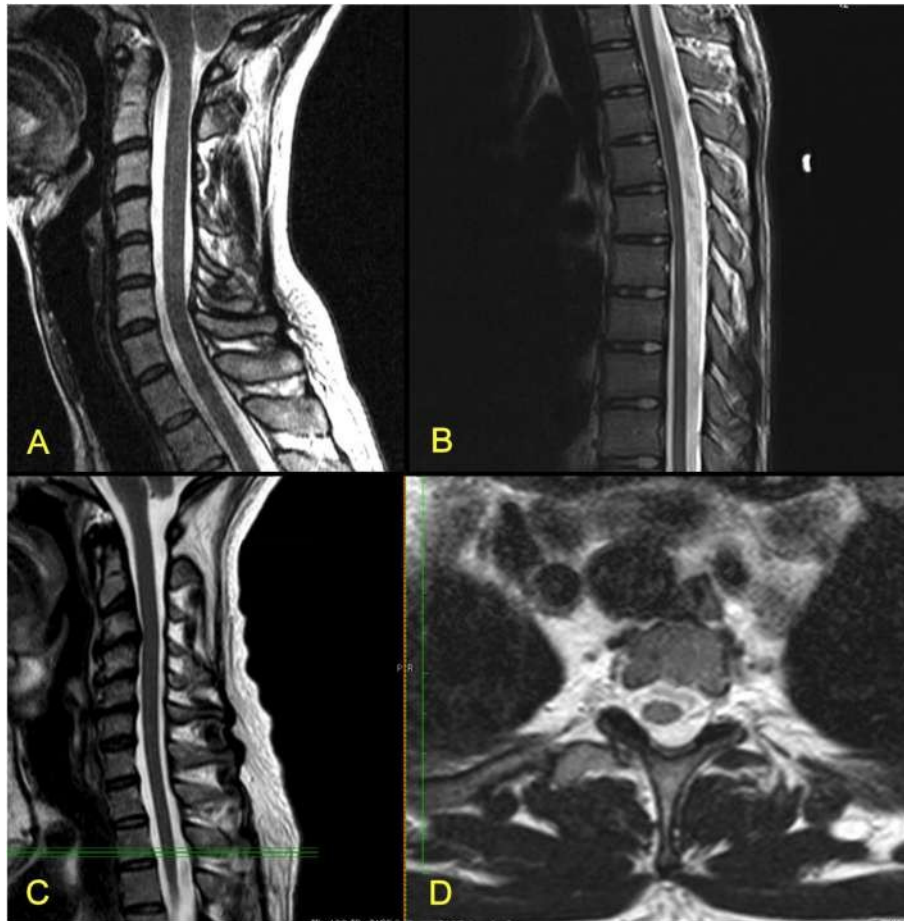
팽팽한 척수(A, C:경추 척수; B: 흉추 척수)와 한 쪽으로 치우친 척수(D: C의 녹색선으로 표시된 부위)의 특징적 양상을 보여주는 MRI 사진.
